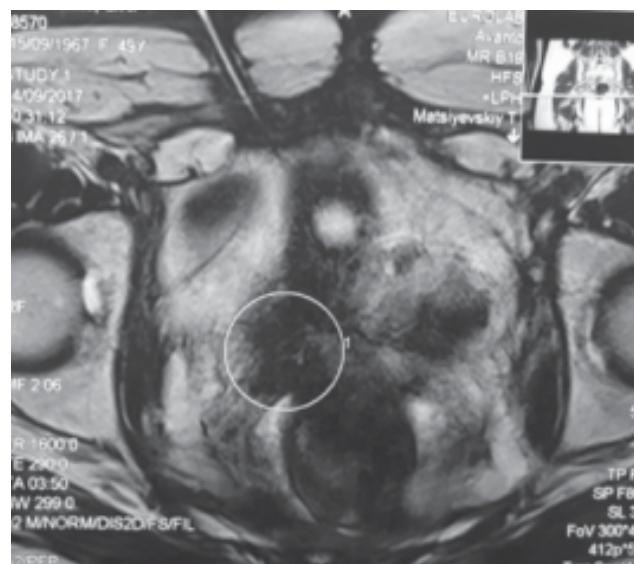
МРТ дослідження малого таза перед оперативним лікуванням
